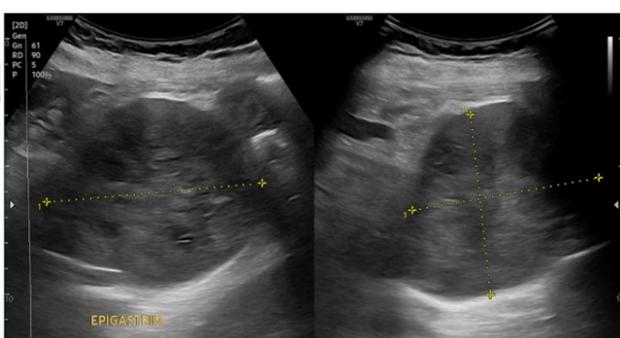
Sonografía de masa sólida, con áreas quísticas, circunscrita sin calcificaciones.
